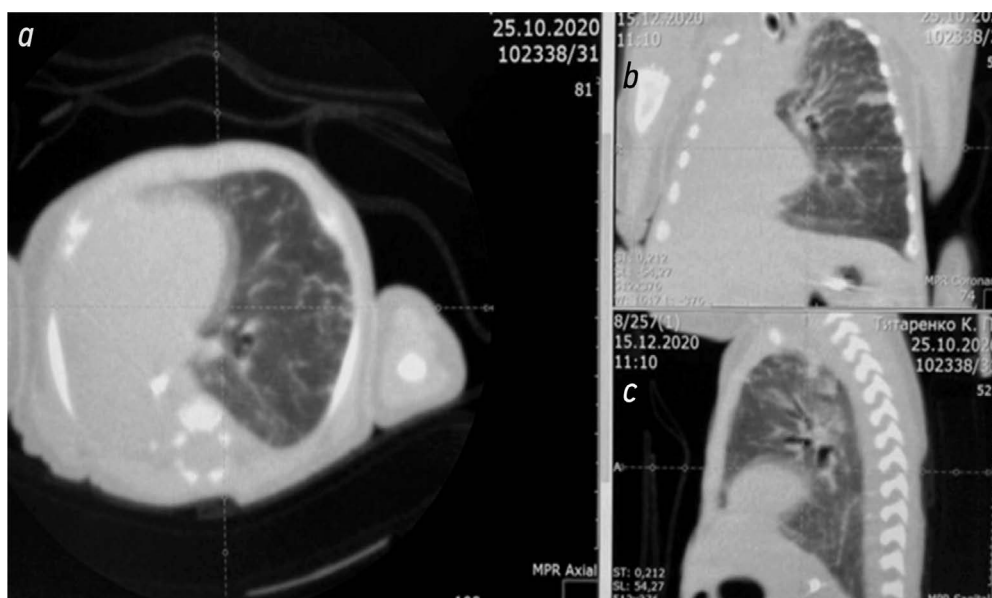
Мультиспиральная компьютерная томография-ангиография органов грудной полости на 1,5 мес. жизни: тотальный ателектаз правого лёгкого (*a* — аксиальная реконструкция, *b* — фронтальная реконструкция; *c* — сагиттальная реконструкция).
